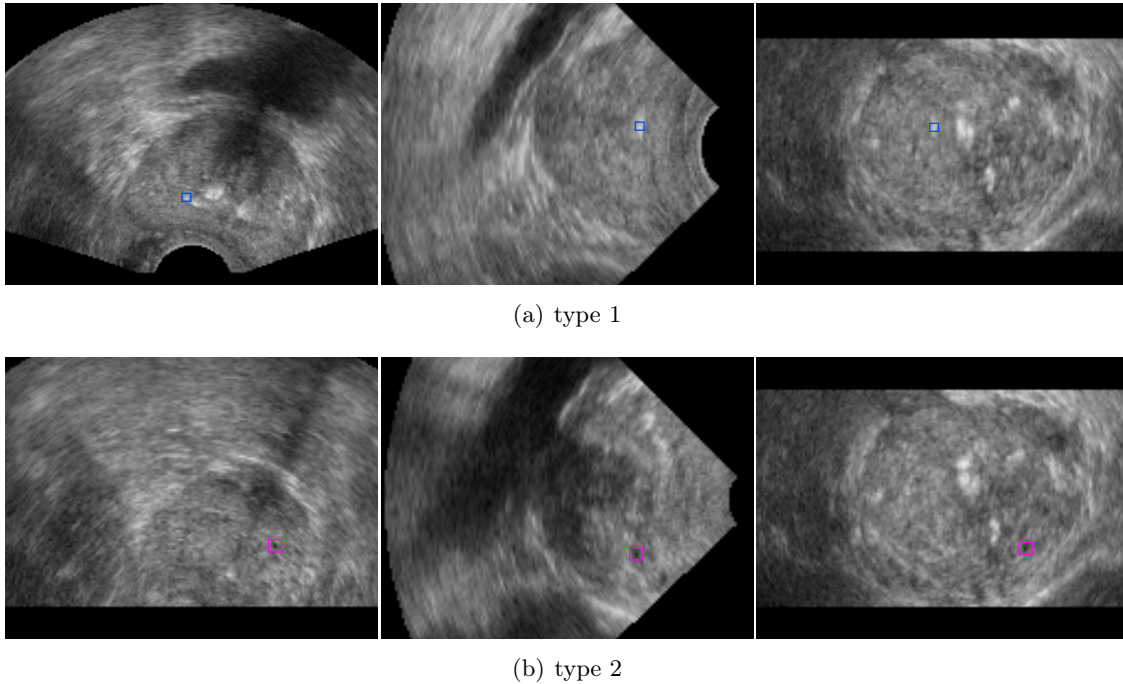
Segmentation de points d'intérêt dans une prostate issue d'acquisitions échographiques patient.
